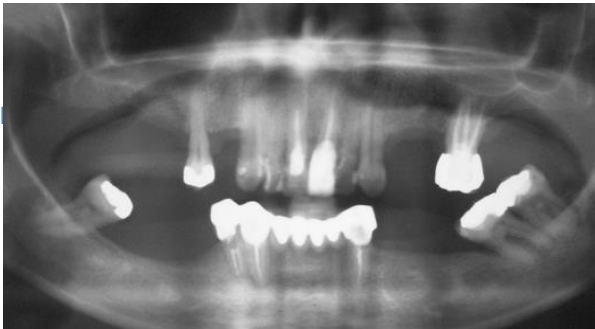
Radiografia panorâmica inicial. Possível observar reabsorção óssea, pneumatização do seio e altura e largura do pilar pterigoide
